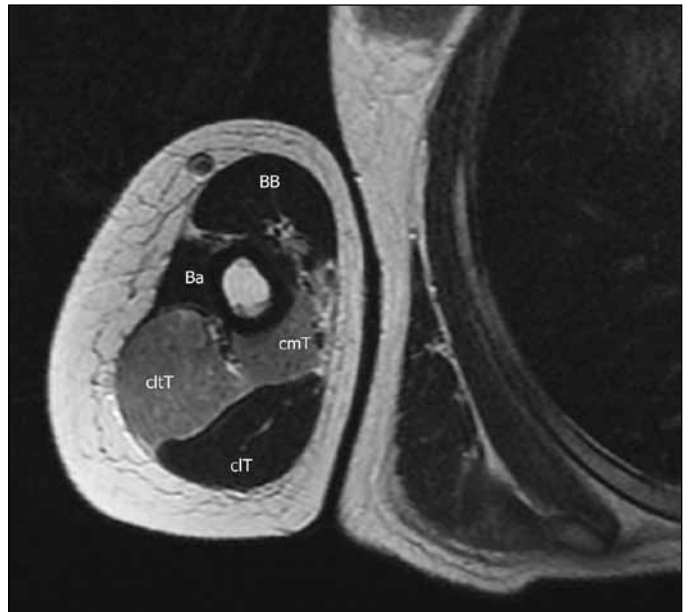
Resonancia magnética, corte axial del brazo, tercio medio, en ponderación T2 (2320/86.3). El compromiso del nervio radial se pone de manifiesto por la afectación denervatoria de las cabezas medial (cmT) y lateral (clT) del tríceps. La cabeza larga (clT) está respetada, pues suele recibir su inervación del nervio axilar.
